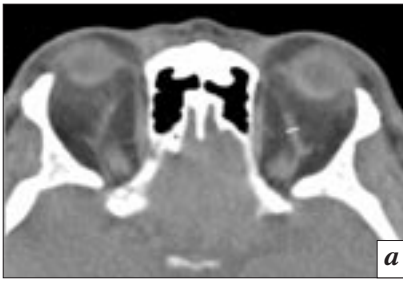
Компьютерные томограммы орбит (аксиальная проекция) пациентов с ОЭ, осложненным офтальмогипертензией: *а* – стадия субкомпенсации (расширение ВГВ левой орбиты); *б* – стадия декомпенсации (резкое расширение ВГВ правой орбиты)
